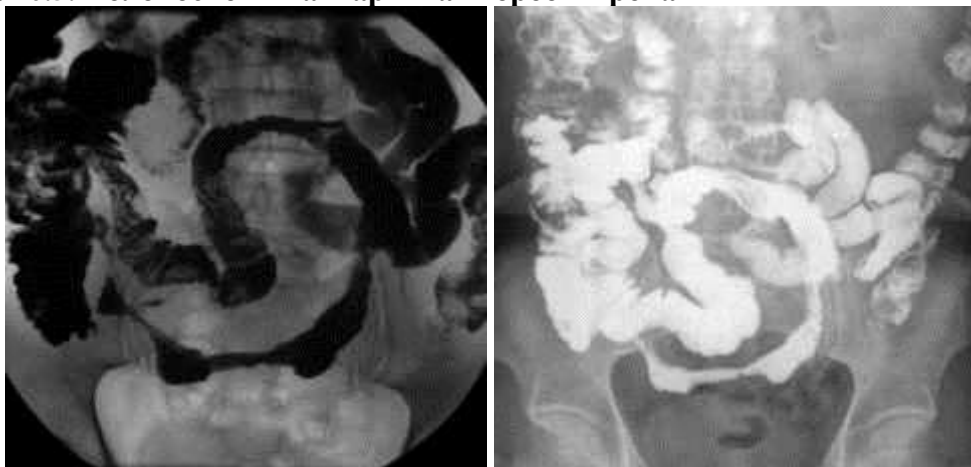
На рентгенівському знімку класична локалізація хвороба Крона - термінальний ілеїт
